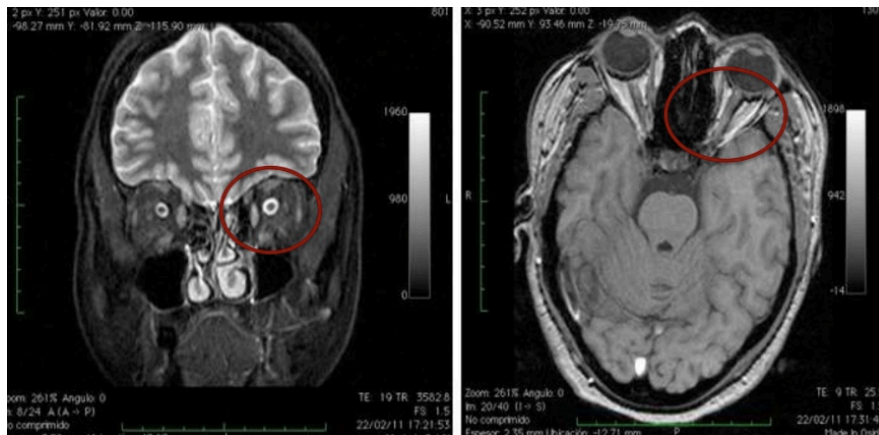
RMN cerebral de paciente femenina. Izquierda: secuencia T2, corte coronal. Derecha: secuencia T1 con supresión grasa, corte axial. Se aprecia engrosamiento de nervio óptico izquierdo con leve captación de contraste (círculos rojos)
